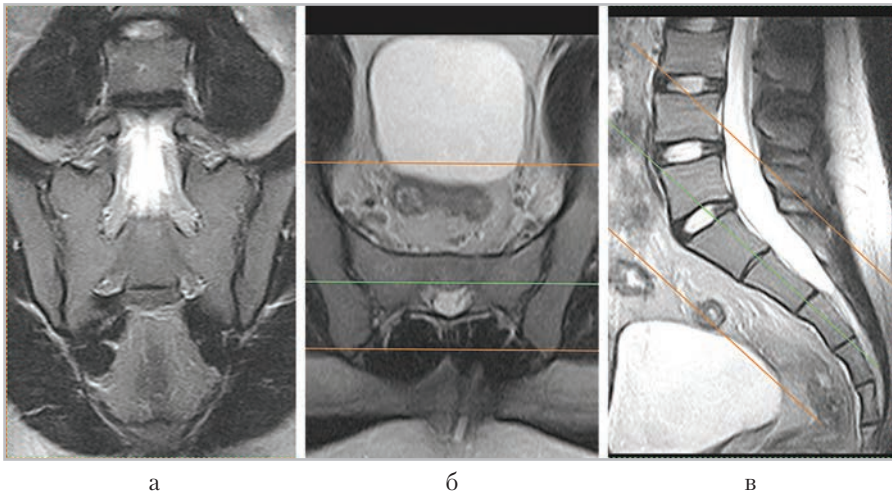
МР-томограммы, полученные для планирования косых коронарных срезов (а) в аксиальной (б) и сагиттальной (в) плоскостях
